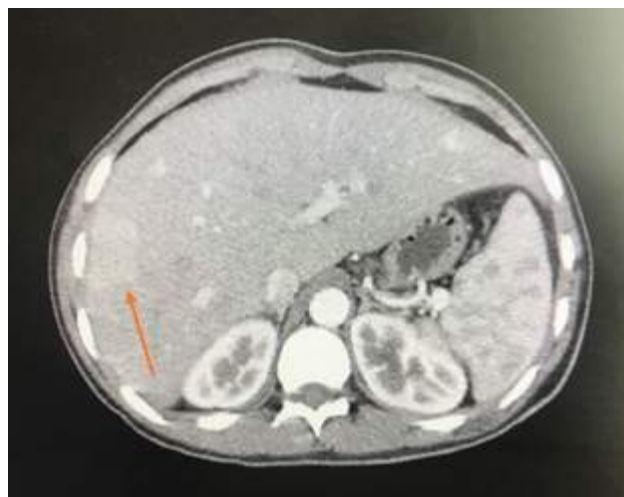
TAC trifásica fase arterial: Se evidencia en segmento VII hepática, lesión nodular homogénea hipervascolar de 39 x 26 mm. (flecha roja).
